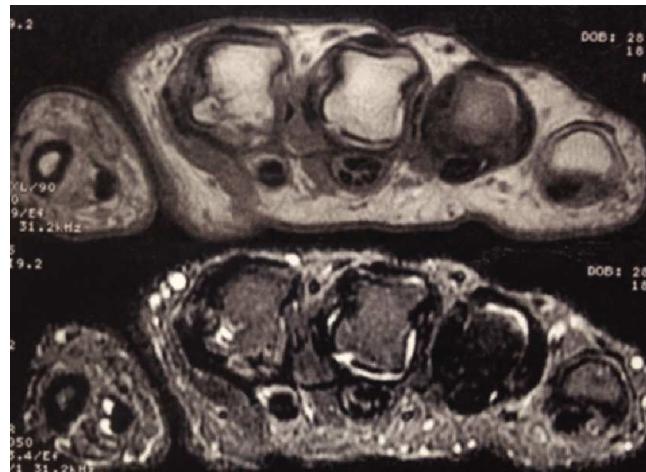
Imágenes axiales de RM ponderadas en T1 y en supresión de grasa en la que se visualiza líquido intraarticular de las metacarpofalángicas del segundo y tercer dedos. Hay edema óseo y erosión en aspecto radial de la cabeza del segundo metacarpiano.
